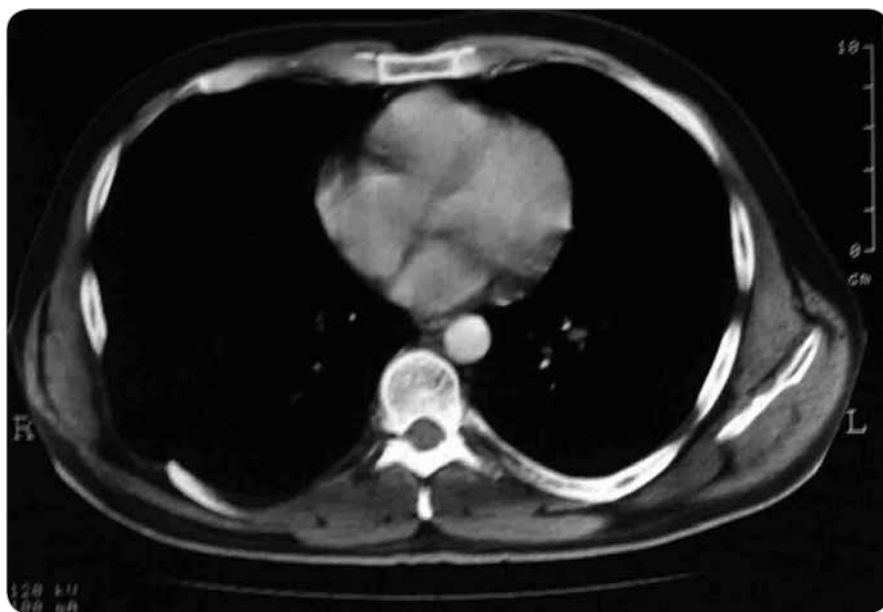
Postoperative CT scan with normal findings. Also the CT demonstrates the segmental resection of the 8th rib.
